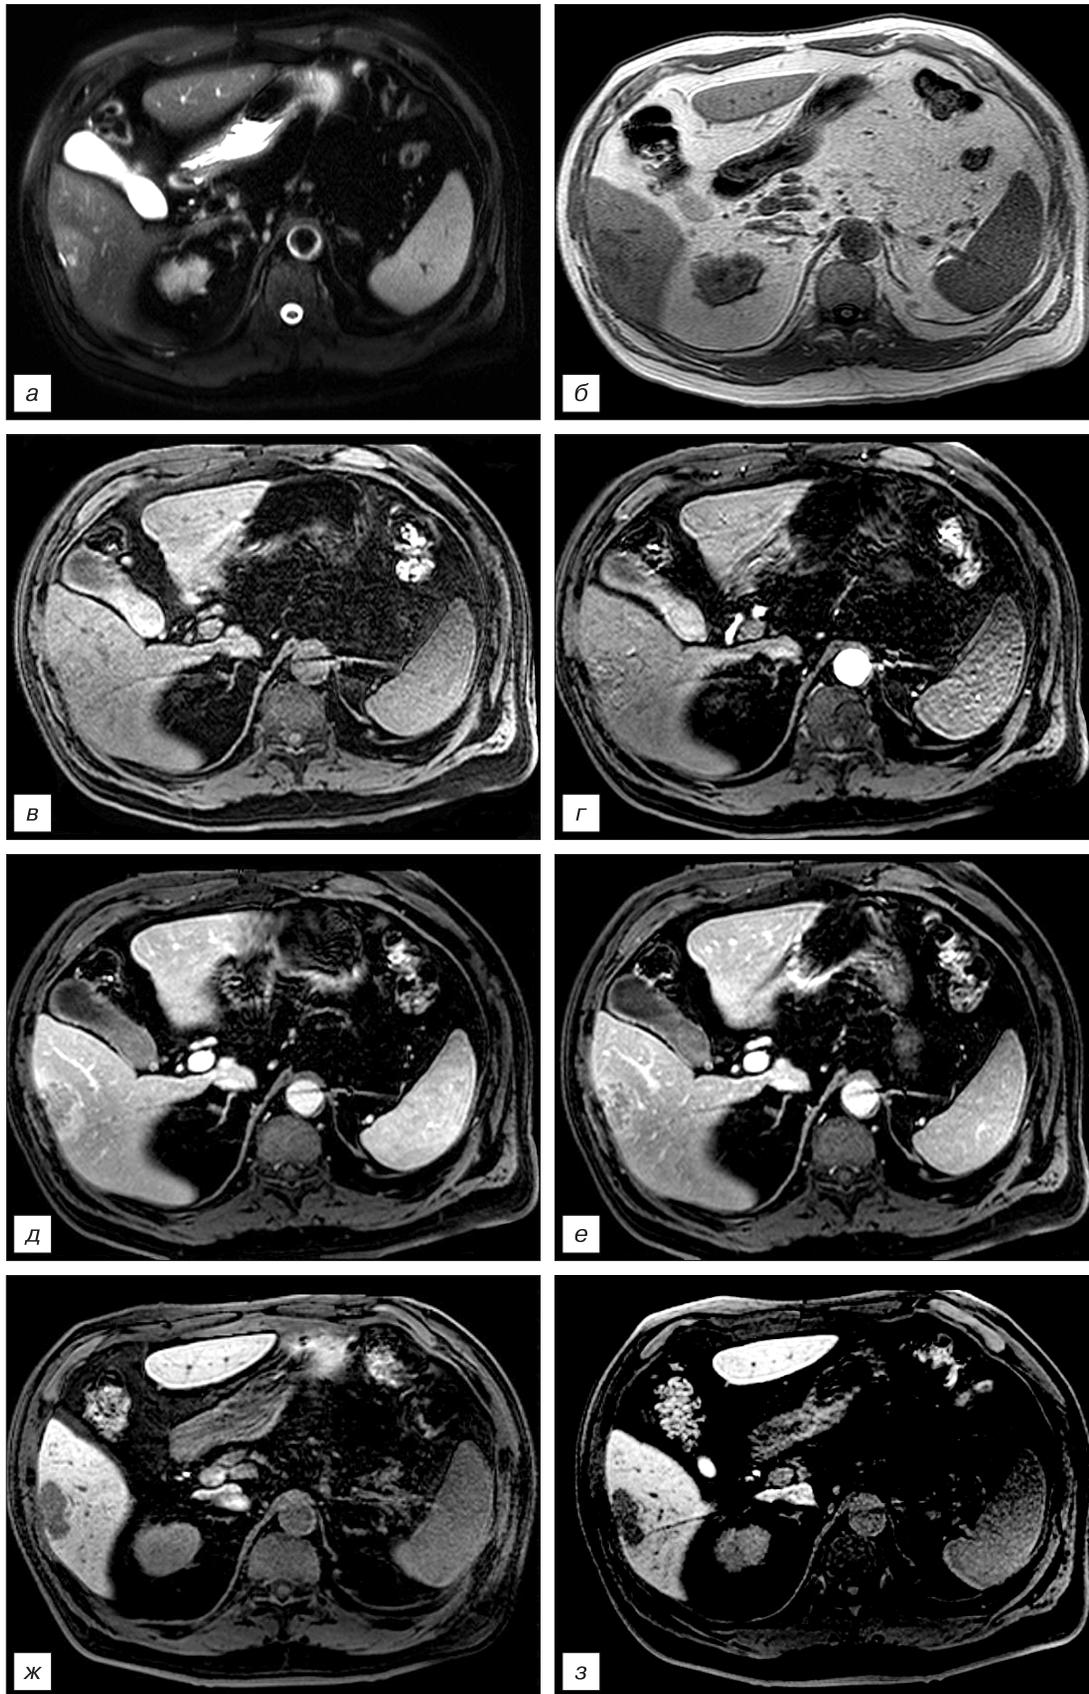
МРТ исследование с гепатоспецифическим магнитно-резонансным контрастным препаратом.
